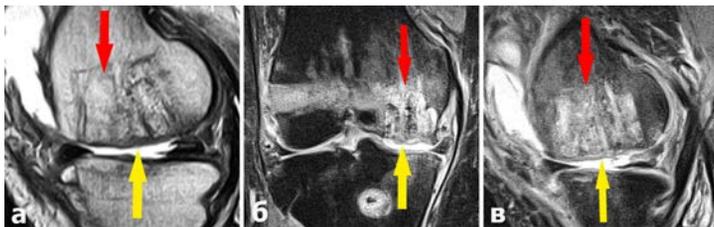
МРТ картина характера консолидации костных ауто трансплантатов (красные стрелки) и качества регенерации хрящевой ткани (желтые стрелки) через 4 месяца после операции.
